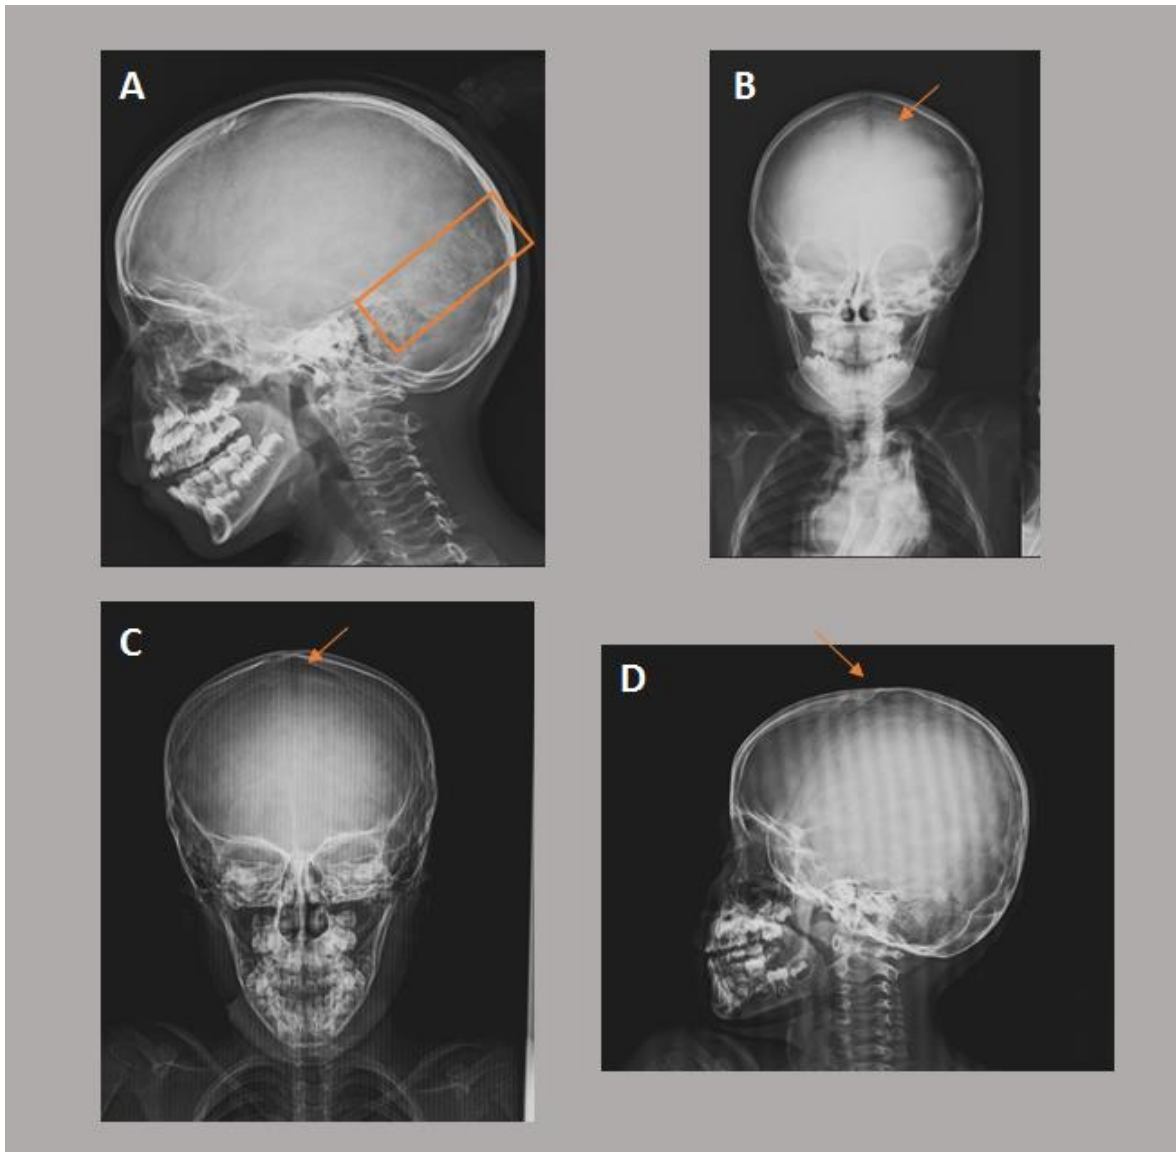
Radiografía de cráneo, A: Proyección lateral del paciente CNL, donde se aprecia la presencia de múltiples huesos wormianos (rectángulo). B: Rx AP de cráneo del paciente TREM donde se observa la sutura metópica abierta aún a los 3
